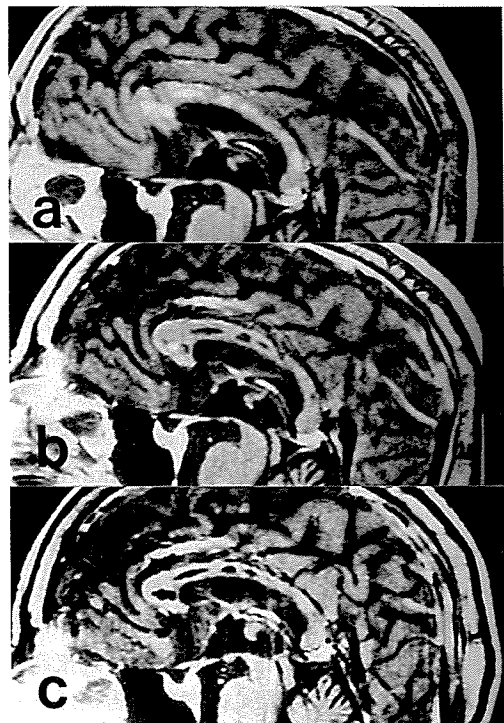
頭部MRIの推移 (1.5T, SE法, TR 550, TE 15), T<sub>1</sub>強調, 矢状断像
